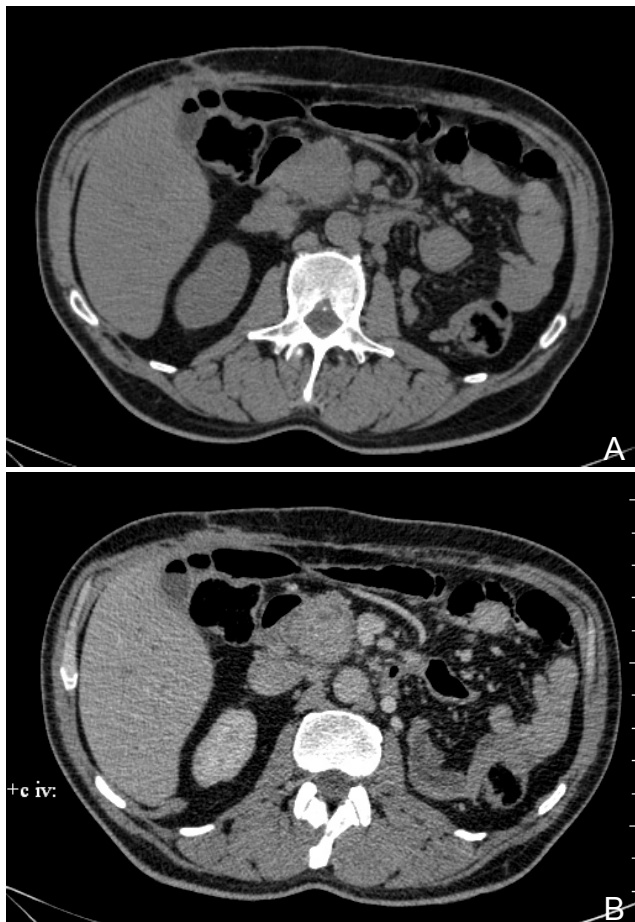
КТ-изображение метастаза почечноклеточного рака в головке поджелудочной железы: а - нативная фаза; б - артериальная фаза; в - венозная фаза; г - отсроченная фаза.
